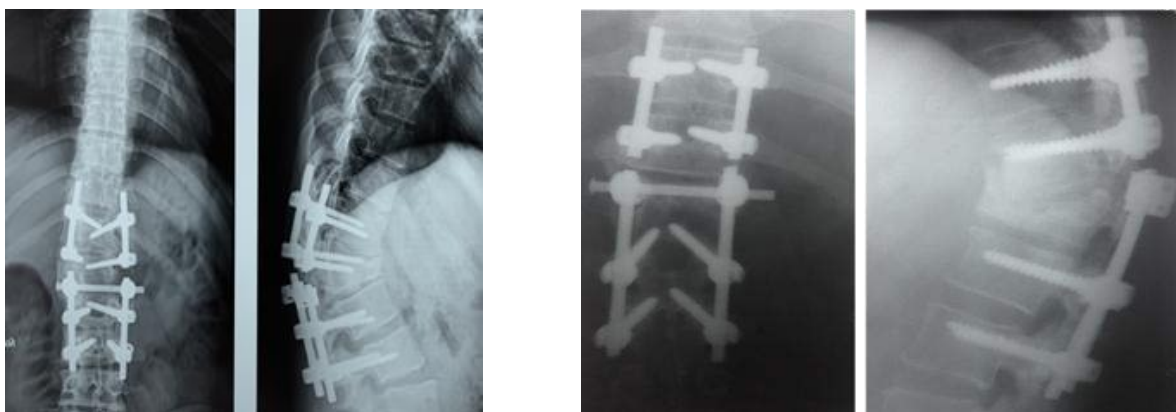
Рентгенограми хворих із різними варіантами зламу стрижнів
